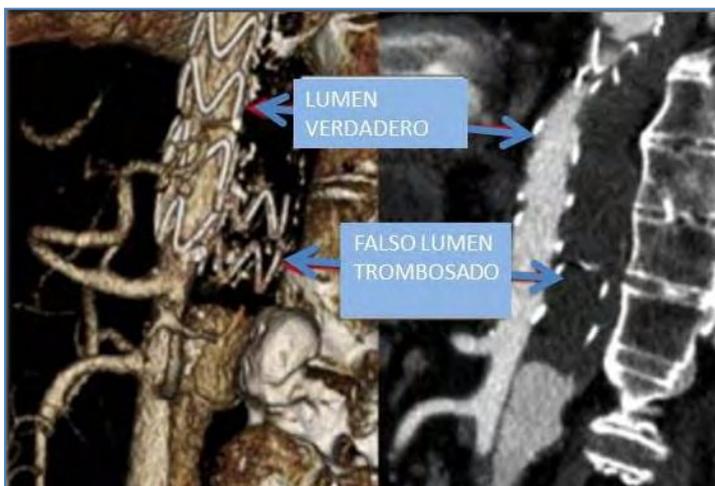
Tomografía de una disección aórtica tipo B tratada, en la que se colocó un *plug* ilíaco en falsa luz. Nótese la completa trombosis por encima del *plug*
